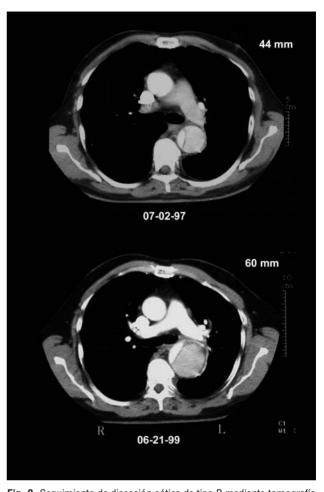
Seguimiento de disección aótica de tipo B mediante tomografía computarizada. Obsérvese la dilatación del diámetro máximo de la aorta de 16 mm a los 2 años de seguimiento.
